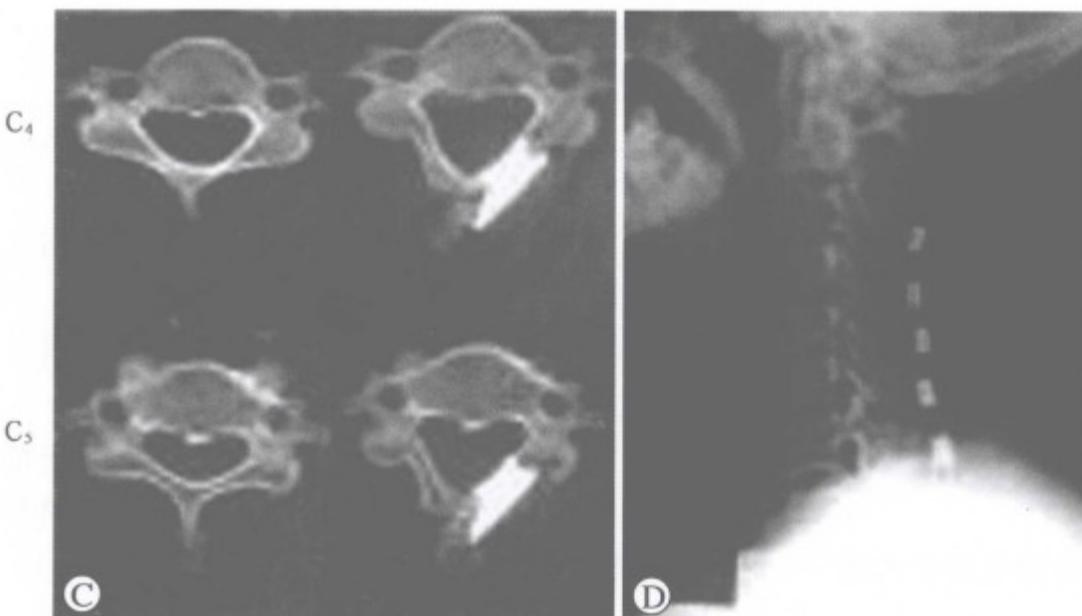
A. X线片椎管狭窄; B. MRI示颈椎退变, 颈椎管狭窄; C. 使铰链侧椎板内层皮质骨造成不完全骨折, 使椎板形成开门状态, 开门处植羟基磷灰石; D. 术后侧位片
